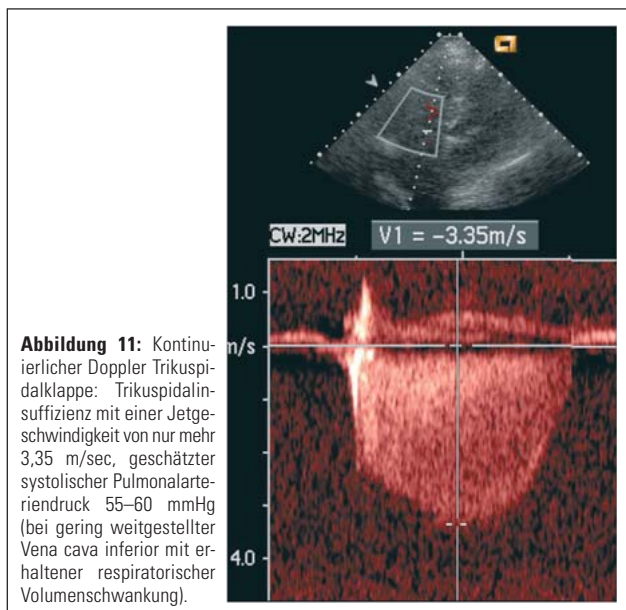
Kontinuierlicher Doppler Trikuspidalklappe: Trikuspidalinsuffizienz mit einer Jetgeschwindigkeit von nur mehr 3,35 m/sec, geschätzter systolischer Pulmonalarteriendruck 55–60 mmHg (bei gering weitgestellter Vena cava inferior mit erhaltener respiratorischer Volumenschwankung).
